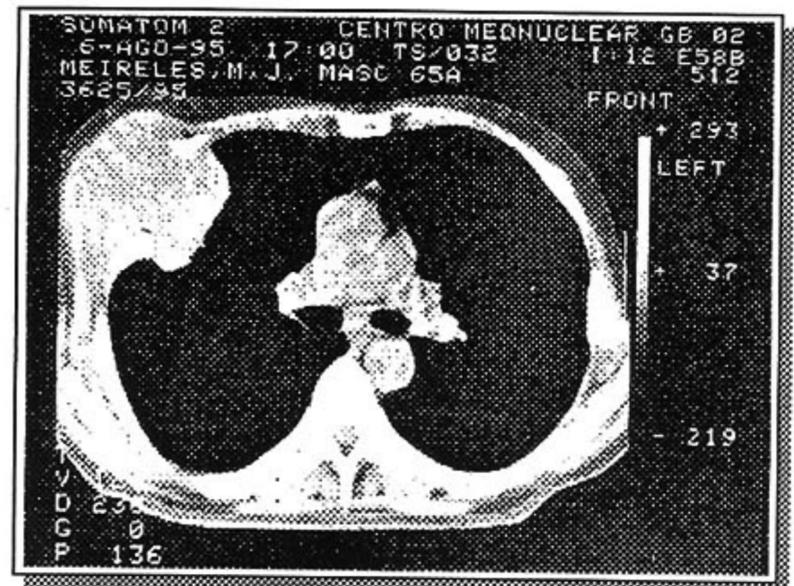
Tomografia computadorizada de tórax - janela para mediastino
